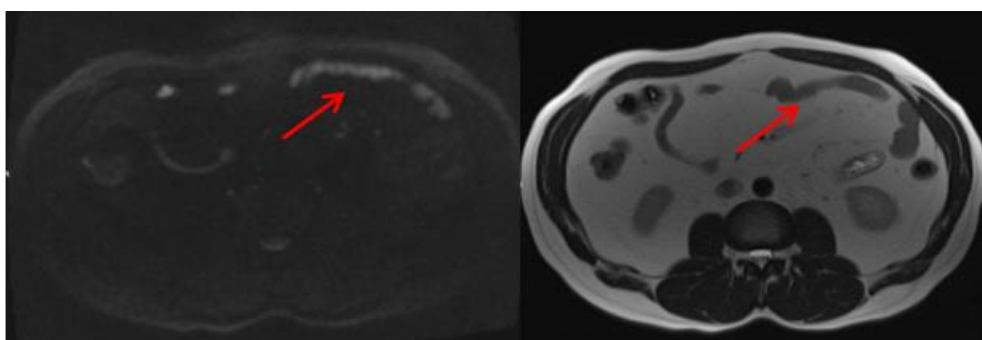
Содержимое кишки может вызывать ограничение диффузии (красная стрелка). Слева направо – ДВИ, T2-ВИ. *Клиническое наблюдение автора.*
